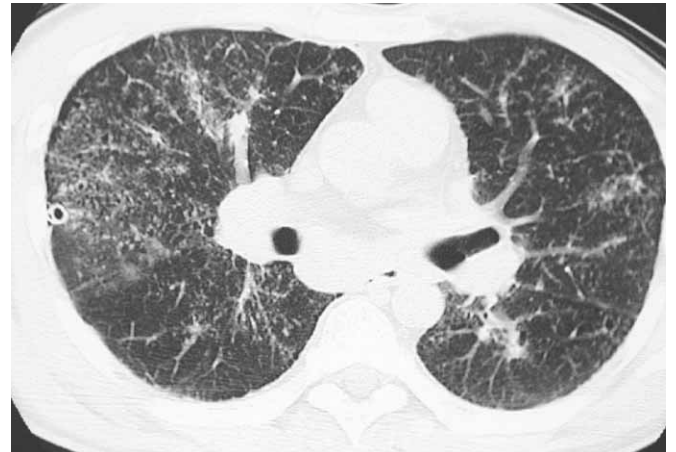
Chest CT after chest tube drainage showing marked swelling of mediastinal lymph nodes, subpleural bullae and diffuse micronodules in both lungs. The nodules are seen along pleura
